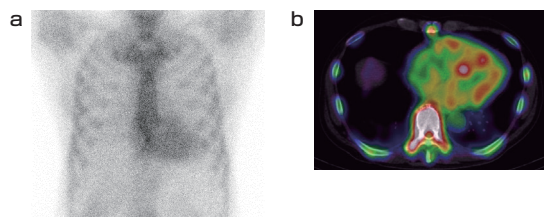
ATTR型心アミロイドーシス SPECT/CT融合画像
